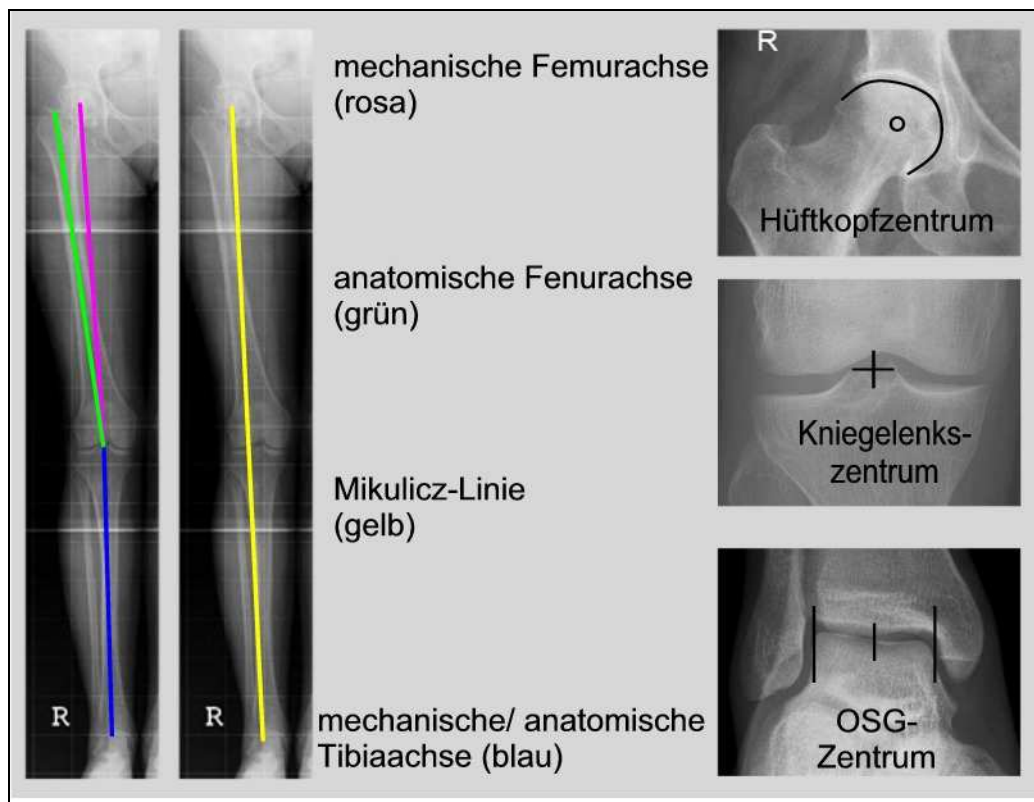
Ganzbein-Röntgen: Gelenkzentren und Achsen
